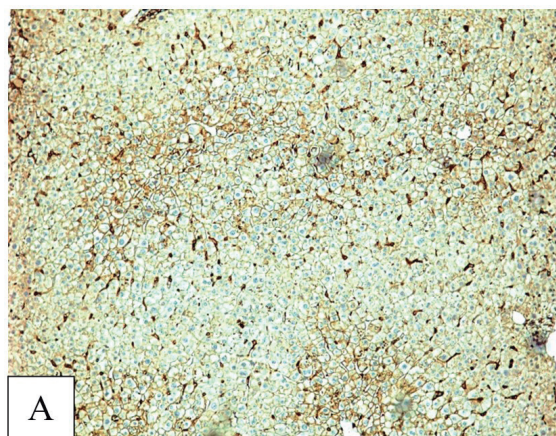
Экспрессия молекул транспортера глюкозы GLUT 1 в группах исследования через 120 минут от начала эксперимента, $\times 40$. А – статическая холодная консервация. Б – ГМПО – гипотермическая оксигенированная машинная перфузия
